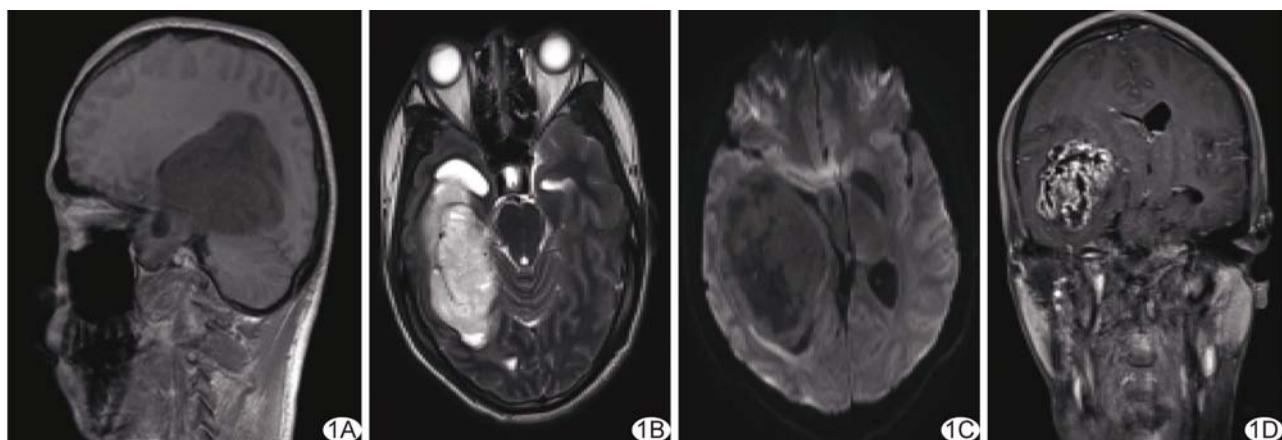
乳头状胶质神经元肿瘤 A.矢状位MR T1WI平扫; B.轴位MR T2WI平扫; C.DWI; D.轴位MR T1WI增强扫描
